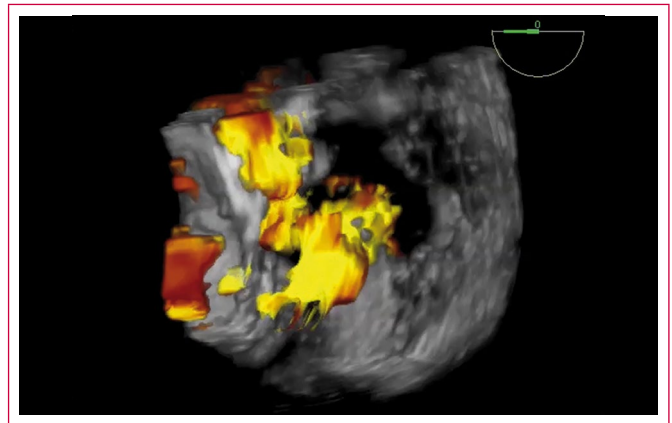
Ecocardiografía transesofágica. A: esófago medio, 0 grados en donde se observa una estructura redondeada, hiperecogénica (PS, flecha azul) en el centro del anillo valvular que corresponde al anillo protésico desprendido; B: con Doppler color se evidencia una insuficiencia tricúspide excéntrica entre PS y el borde medial del anillo protésico, lo que sugiere su desprendimiento
